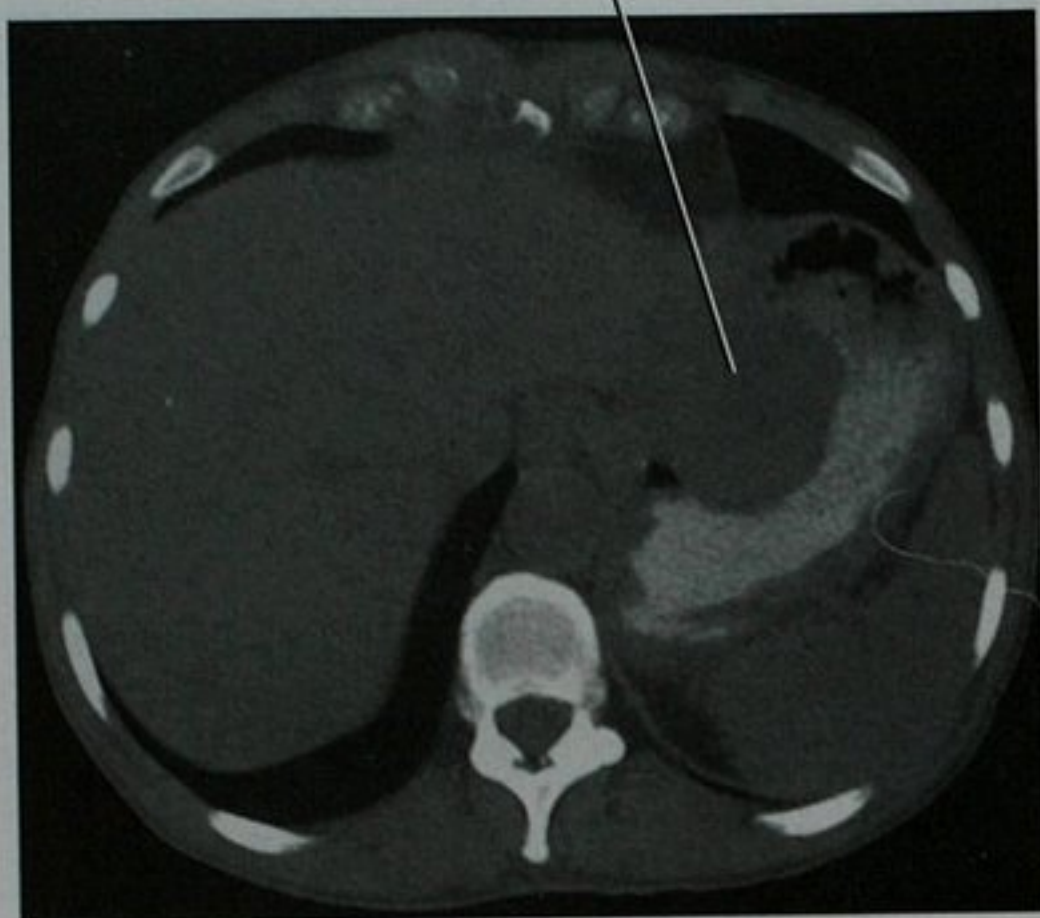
口服阳性对比剂后腹部 CT 平扫,显示胃内间质瘤
